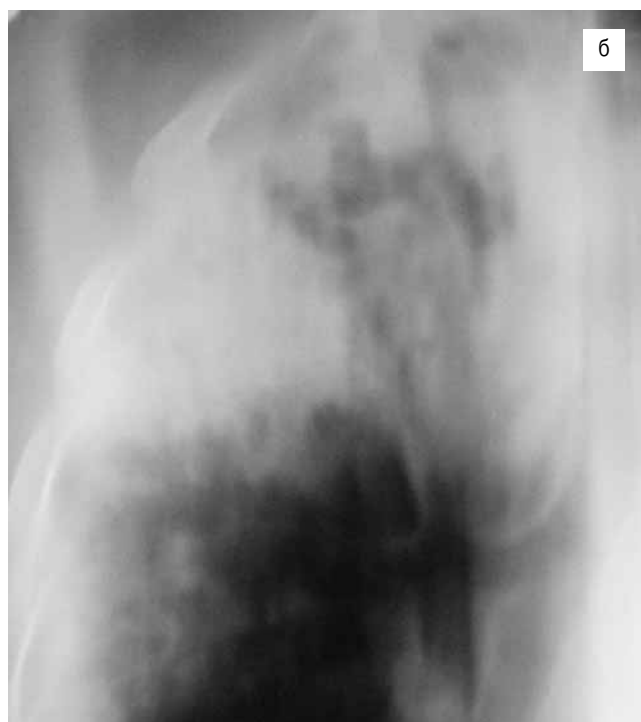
Обзорная рентгенограмма и томограмма (срез 9) больного казеозной пневмонией — ранний вариант при выявлении заболевания
